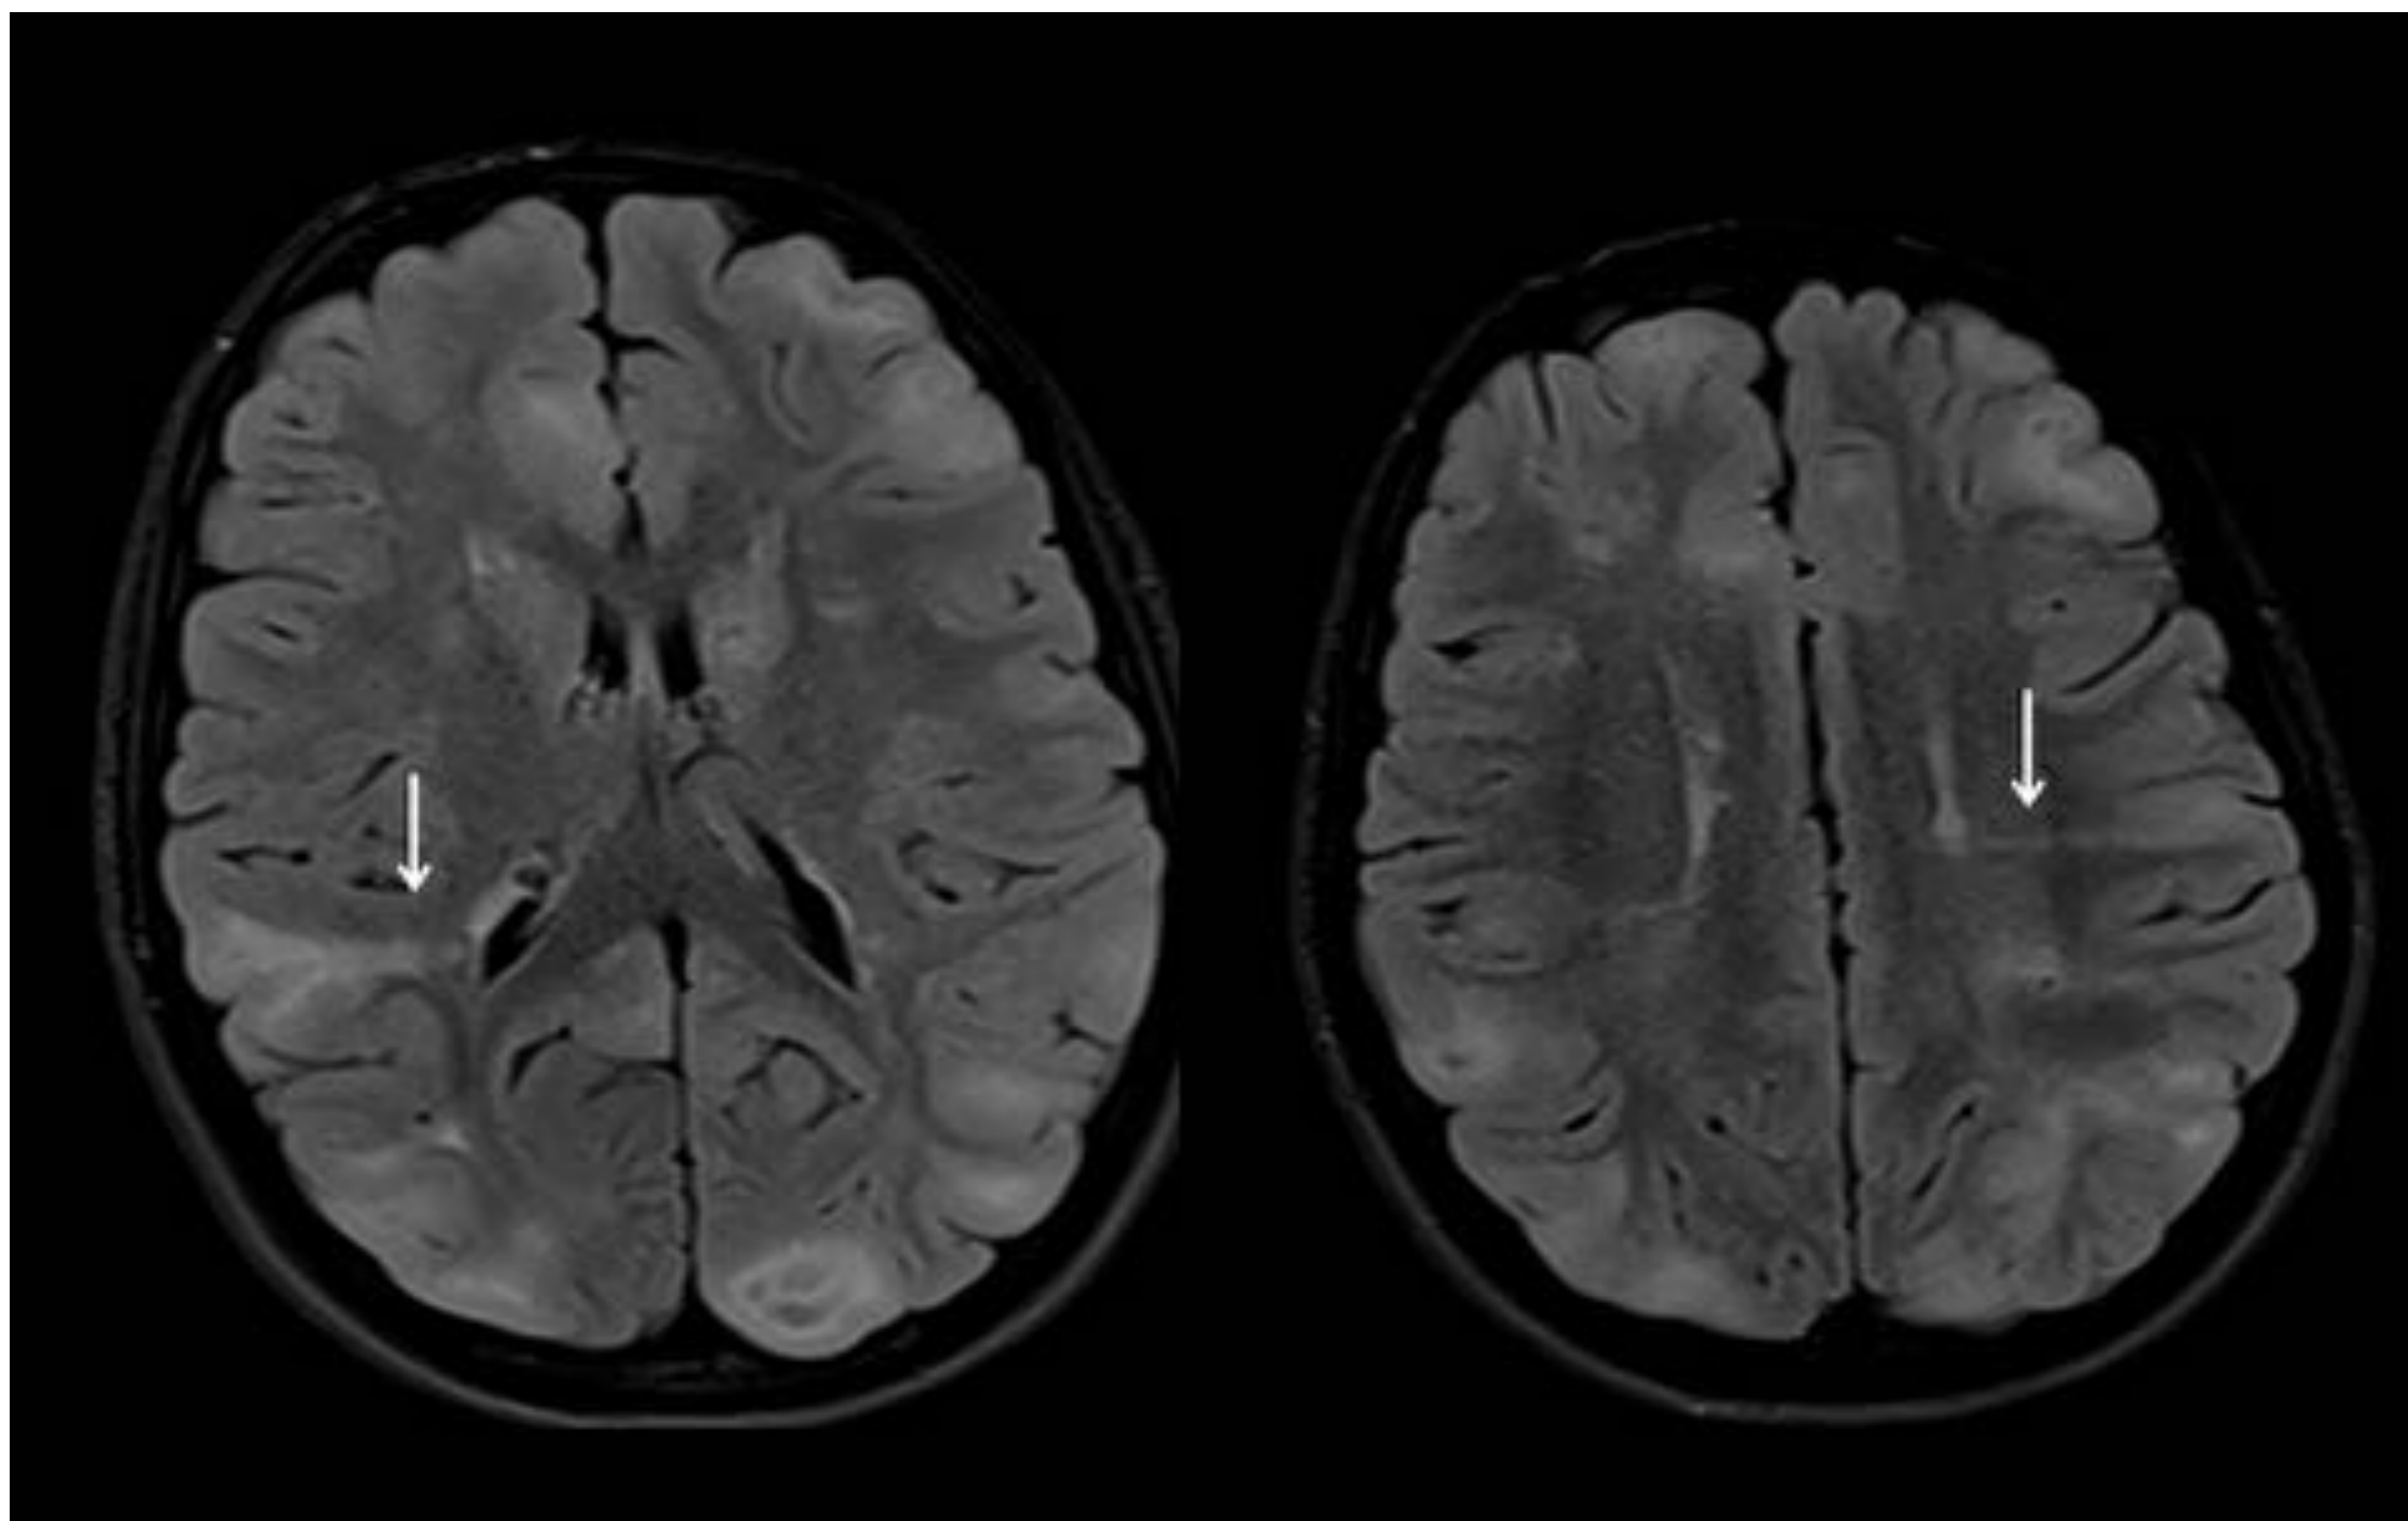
Paciente 1. RM cerebral secuencias axial FLAIR que muestra bandas radiales (flechas blancas) que se extienden desde la cortical hasta la sustancia blanca periventricular. También se observan algunos tubers corticales y subcorticales.
